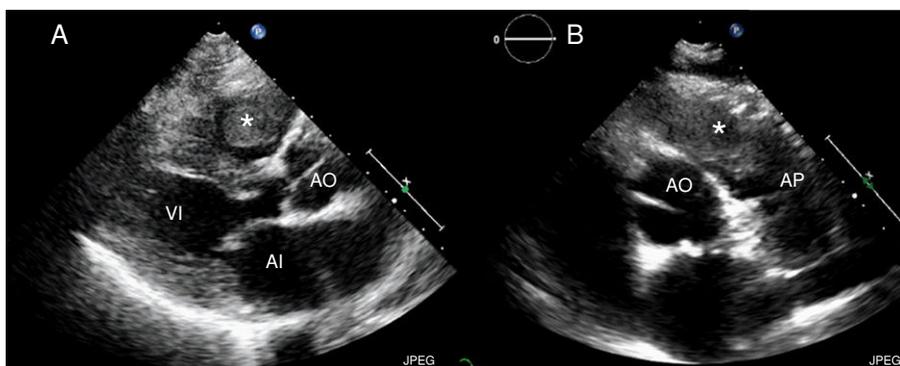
Ecocardiografía transtorácica. A. Proyección paraesternal eje largo. B. Proyección paraesternal eje corto al nivel de los grandes vasos. Se identifica la masa tumoral (*) en el tracto de salida del ventrículo derecho.
